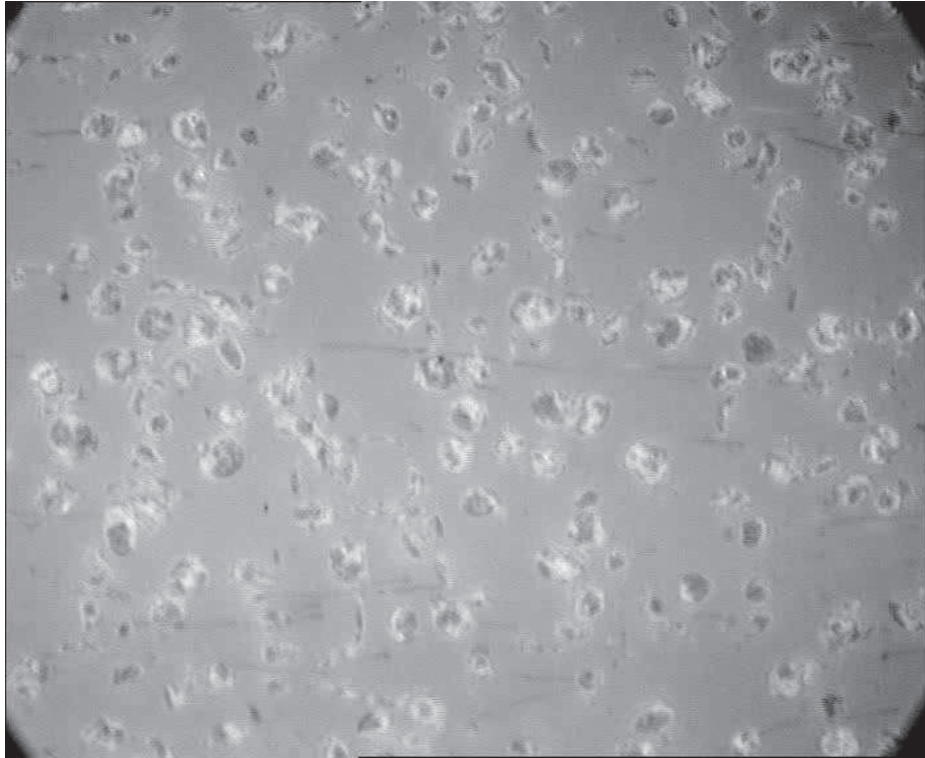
RCM Originalbild aufgezeichnet per DVD Videorecorder. Rekonstituiertes TK über VWF-DA1 Oberfläche mit  $\gamma_w = 10\,000\text{s}^{-1}$ .
